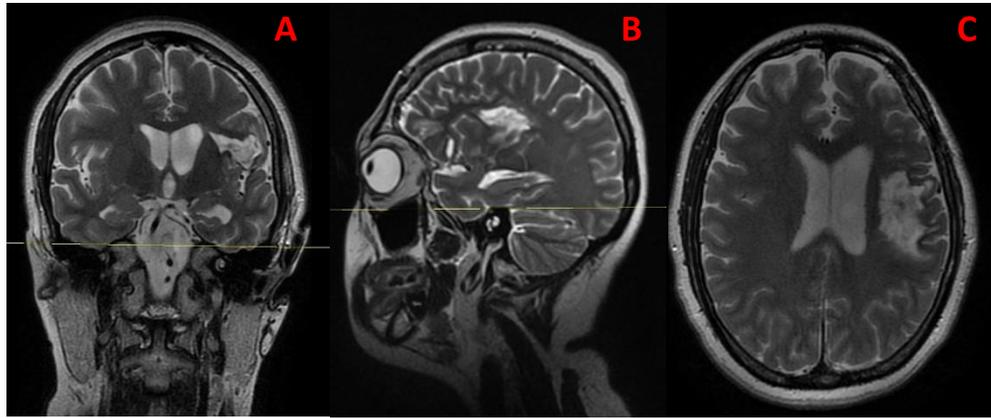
Hallazgos de la Resonancia Magnética Simple de G.M. tomada el 10/02/2021. 1) A nivel de tejidos blandos y estructuras óseas se observan cambios postquirúrgicos en región frontotemporal izquierda. 2) Se observan zonas hipo intensas en T1 e hiper intensas en T2 en el espesor de la sustancia blanca subcortical en topografía del giro frontal inferior, así como opérculo frontal y parietal izquierdos, con afectación del giro pre y post central. 3) Se observan múltiples zonas de malacia fronto parietal izquierda a asociadas a gliosis perilesional. 4) Estas zonas descritas se encuentran condicionando retracción y mayor amplitud del ventrículo lateral izquierdo y las localizadas en la región frontal inferior presentan comunicación con el receso ventricular a frontar adyacente. A. IRM en secuencia ponderada T2 plano coronal. B. IRM en secuencia ponderada T2 plano sagital. C. IRM en secuencia ponderada T2 plano axial (Sic. Expediente).
